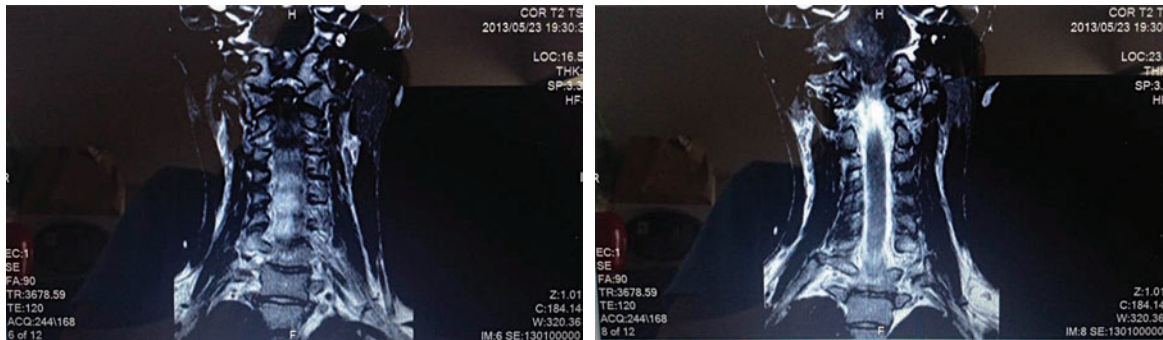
Magnetic resonance imaging whole spine demonstrating the spinal cord is normal size and signal intensity.
